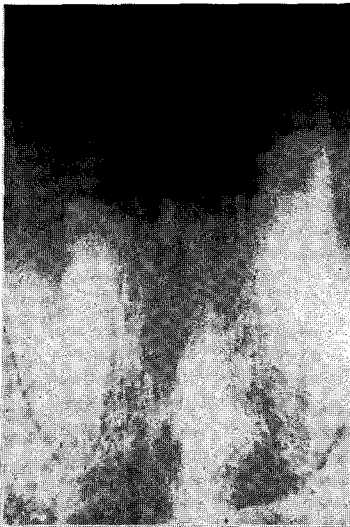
초진시 상악전치부의 표준 구내 방사선 사진 (중례 1)
